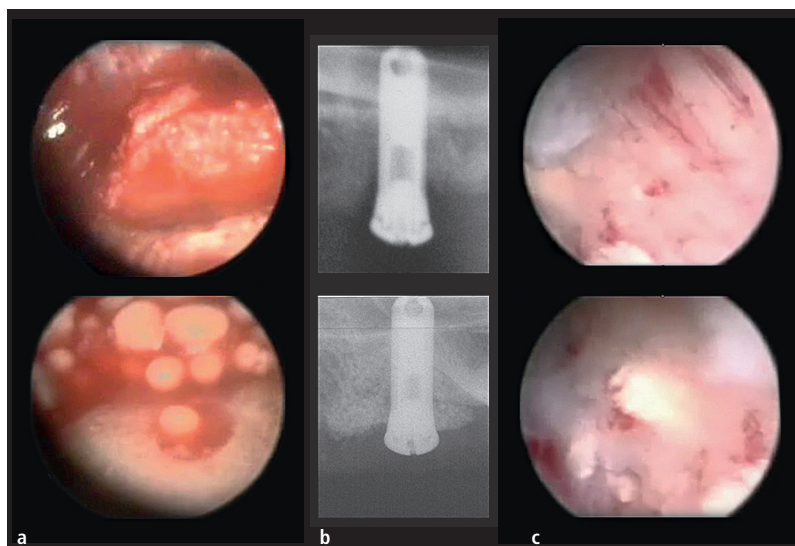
Intraoperative Situation a) Augmentation mit autologem Knochenmaterial (oben) und TCP, Augmentationsmaterial (unten), b) Röntgenbefunde: prä- (oben) und postoperativer Situs (unten) im Zahnfilm, deutliche Auffüllung des Defekts, c) Reentry nach vier Monaten: Implantatoberfläche von Knochen bedeckt (oben) mit Resten von Knochenersatzmaterial (unten).
